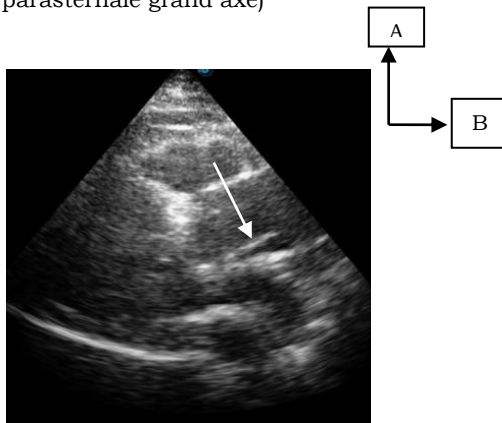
Flap intimal (Flèche) au niveau de la racine de l'aorte à l'échocardiographie (coupe parasternale grand axe)
